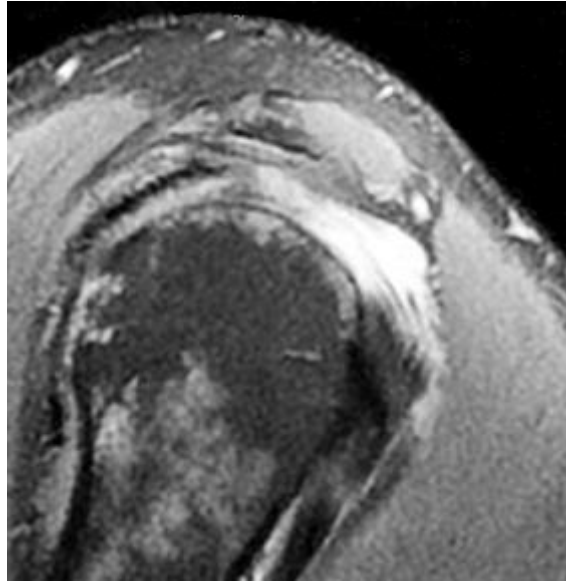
Imagen de RM sagital muestra retracción en «U» de espesor completo del tendón supraespinoso
